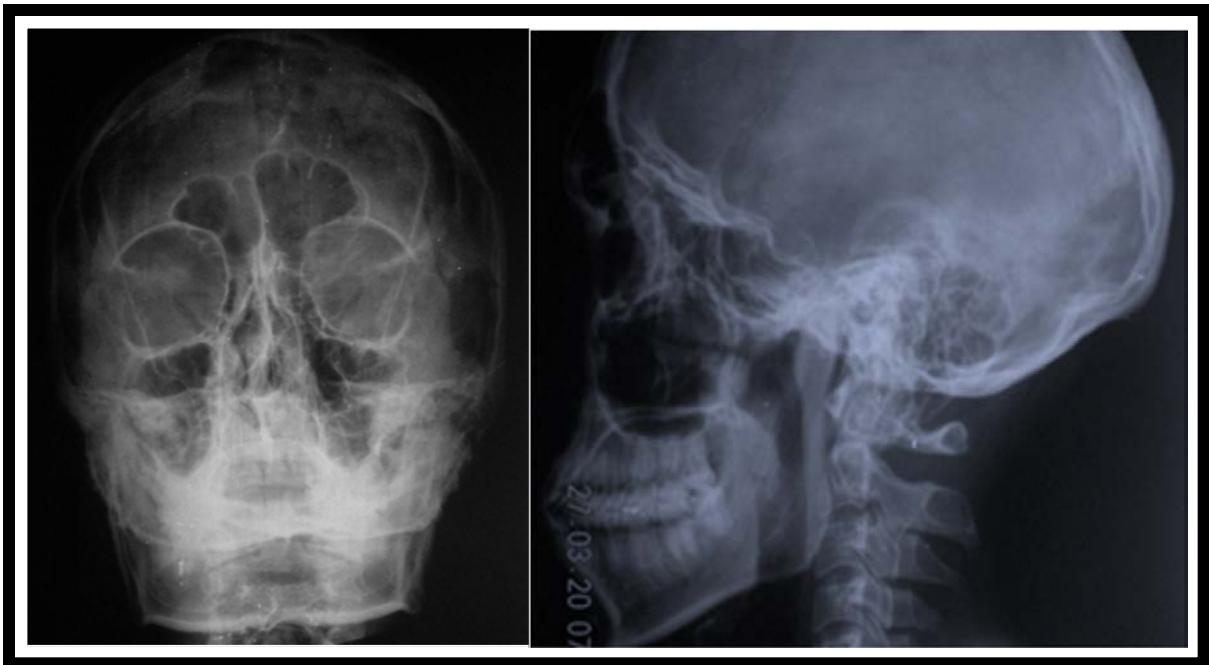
Radiografías anteroposterior y lateral de paciente con anoftalmia de etiología post-traumática, para el análisis óseo de órbitas y estructuras periorbitarias.
